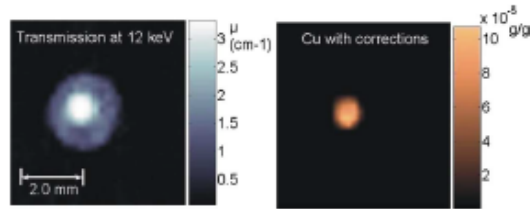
Tomographic images using a quasi-monochromatic beam at 12 keV (left: X-ray transmission microtomography and right: XRF $\mu$ CT of Cu with absorption correction).
